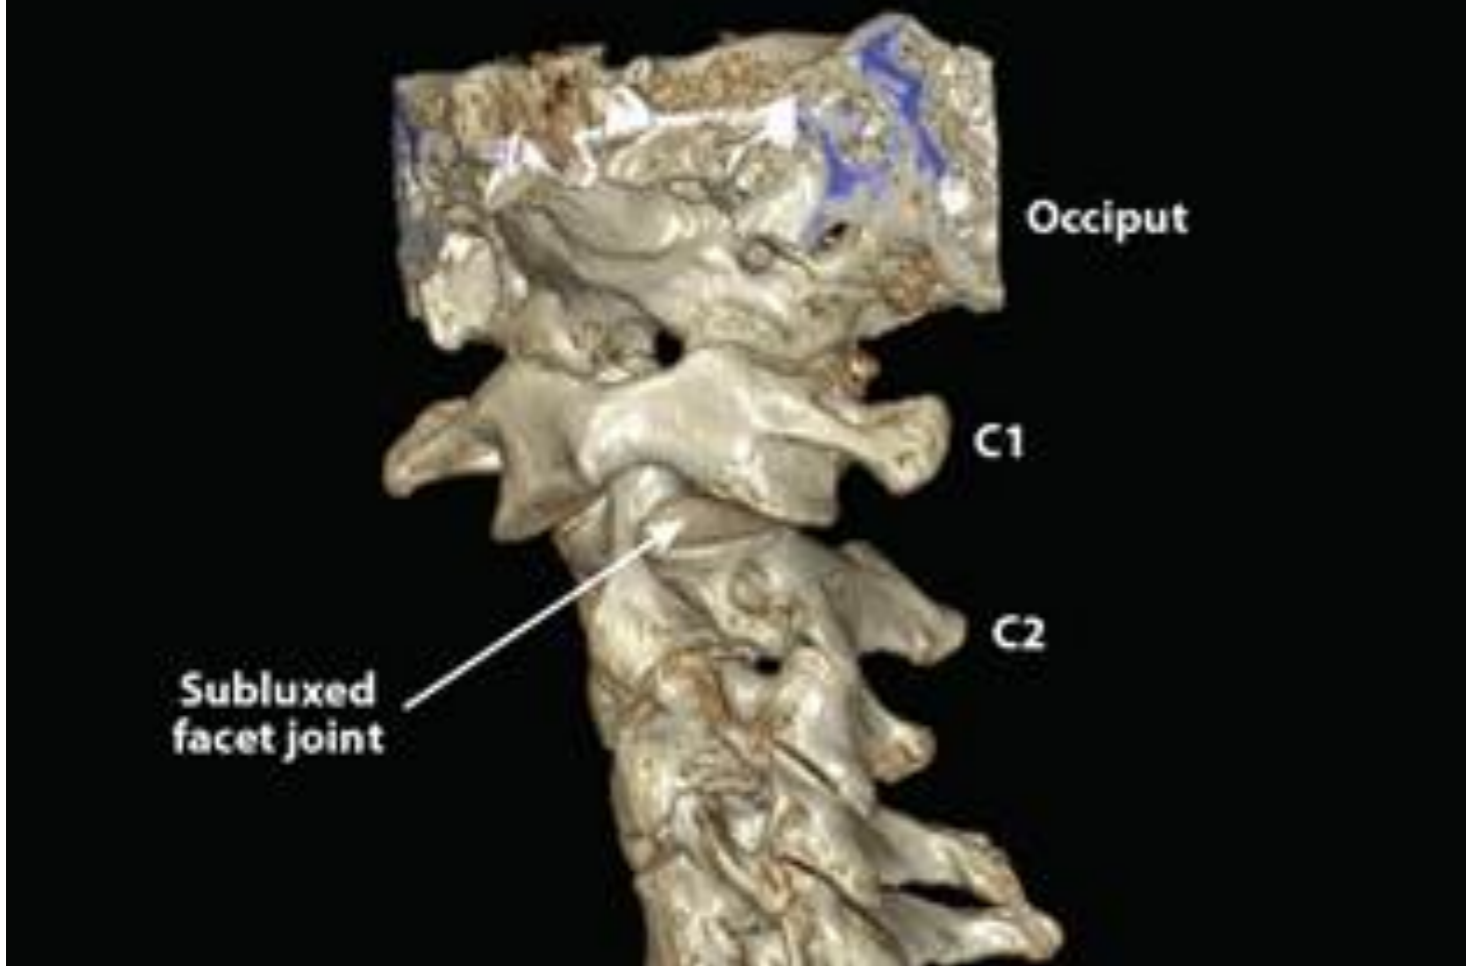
CT スキャンは、C1 C2 の椎間関節の亜脱臼を示しています。ファセット関節と被膜靭帯弛緩への損傷の結果 Barré Liéou 症候群。
